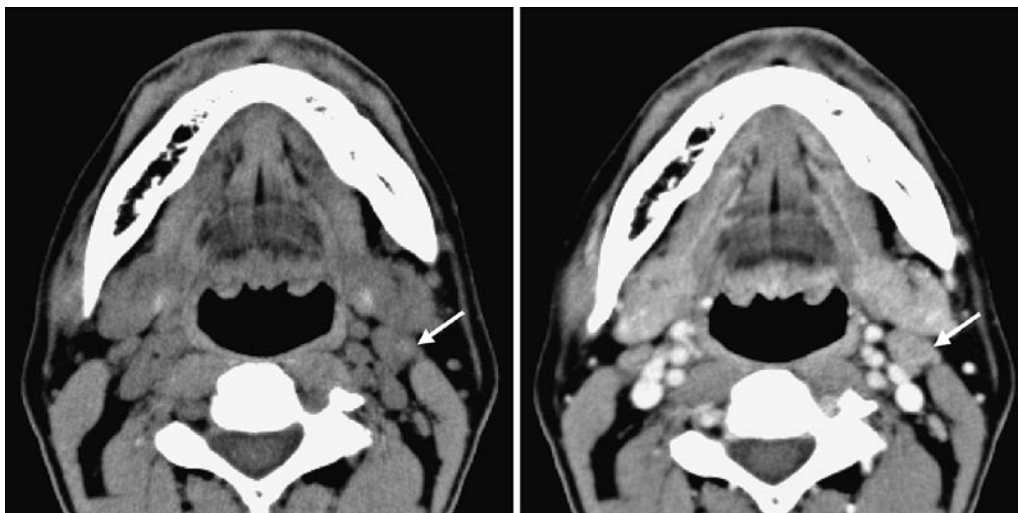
（左）：造影前 CT；リンパ節内部に周囲より高濃度の領域が認められる
